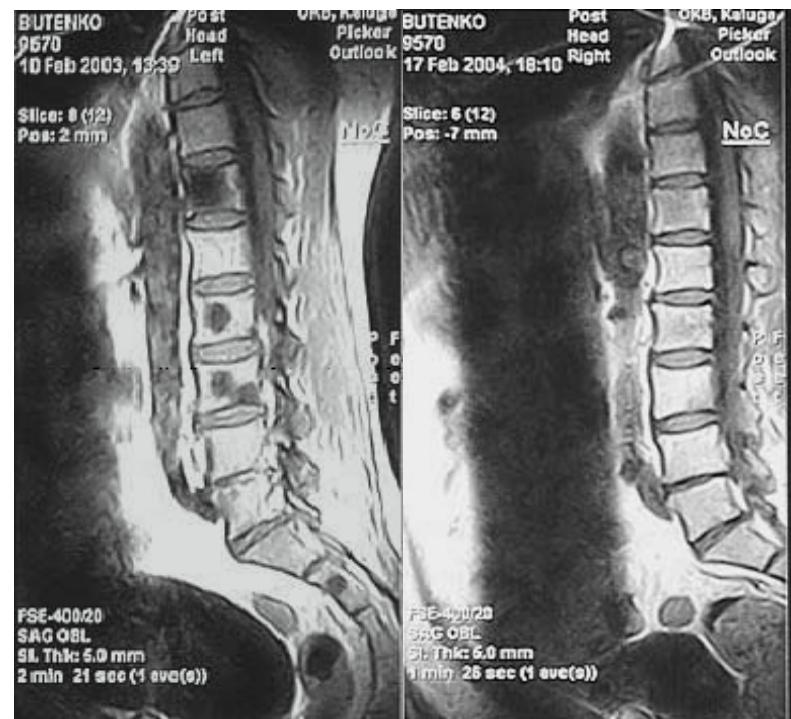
Результаты магнитно-резонансной томографии позвоночника больного раком предстательной железы с метастазами в кости. Слева – до радионуклидной терапии. Справа – через 1 год после 3-кратного введения самария-оксабифора, 153 Sm по 90 мКи (1,0 мКи/кг массы). Не визуализируются ранее определявшиеся очаги в телах позвонков Th 12, L 2, L 3
